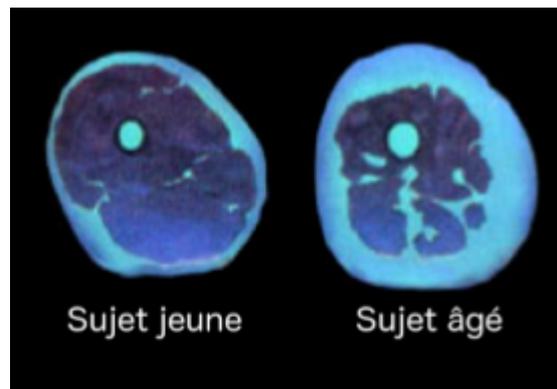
Section de cuisse en IRM de deux sujets à poids équivalent (à gauche, sujet jeune de 20 ans et à droite, sujet âgé de 80 ans) (15)
